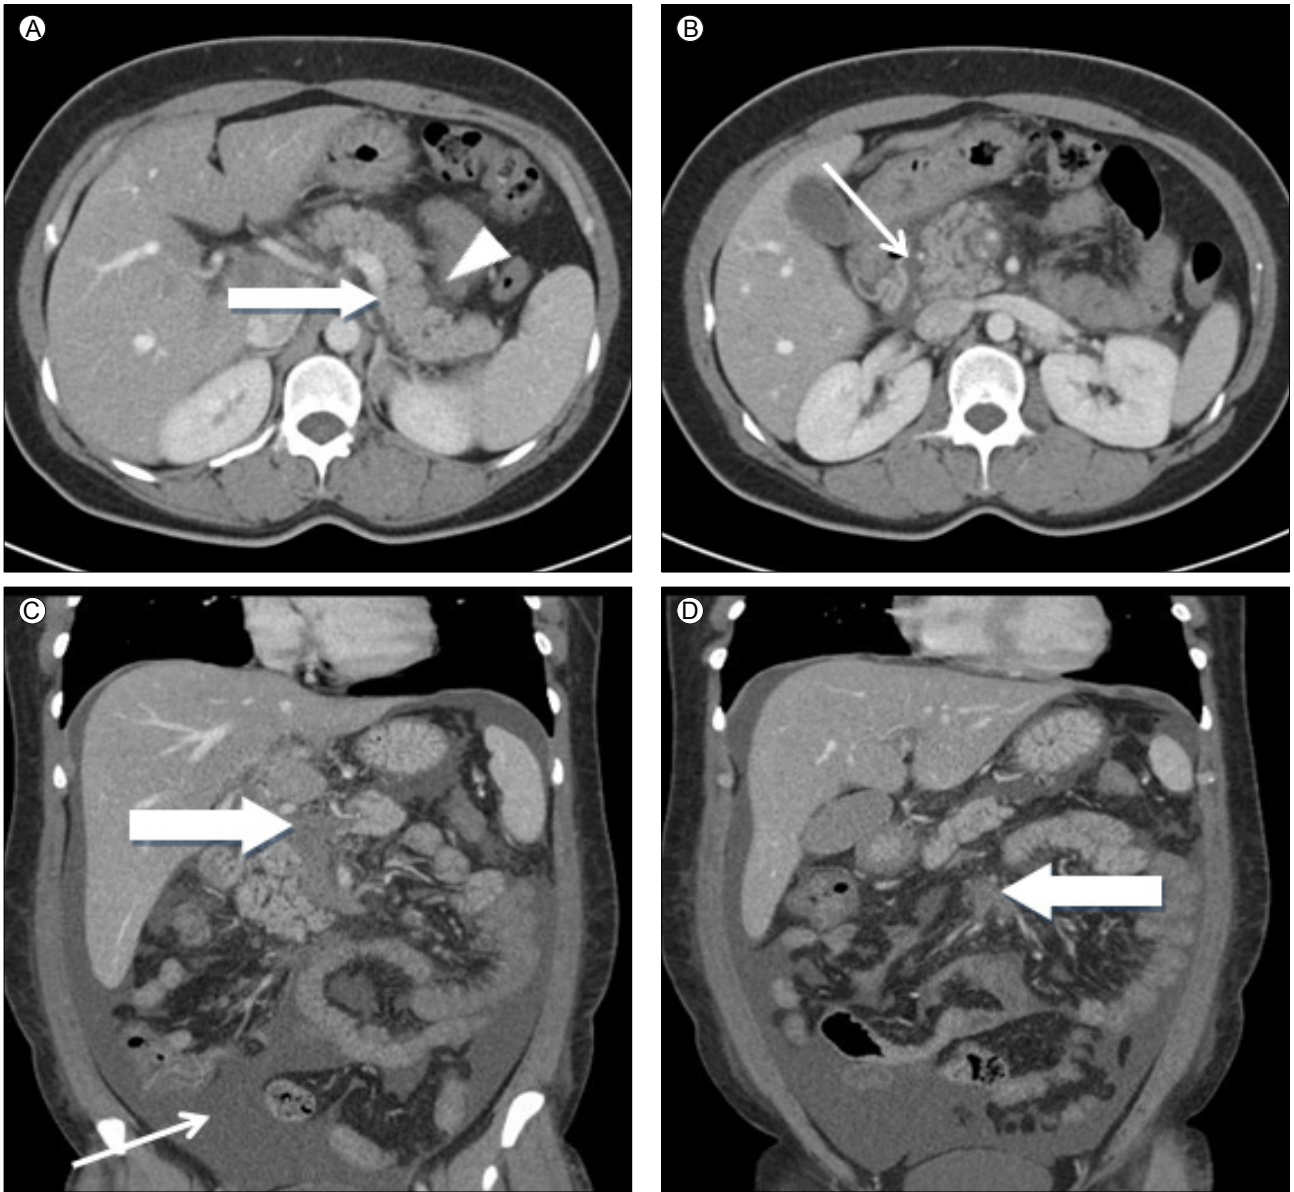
Abdominal post-contrast enhanced computed tomography (CT). (A) A whole edematous pancreas (thick arrow) with peri-pancreatic fat infiltration (arrow head) was detected. (B) Fluid collection (thin arrow) was observed around the head of the pancreas; CT grade IV acute pancreatitis was indicated. (C) Portal vein thrombosis (thick arrow) and ascites (thin arrow) were detected. (D) Superior mesenteric vein thrombosis (thick arrow) was observed.
